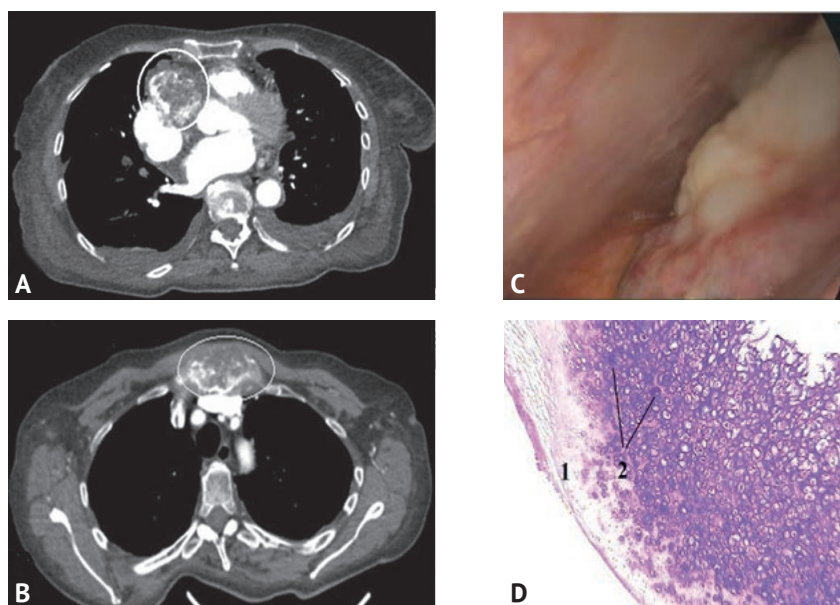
Пациентка А., 71 год, хондрома правого предсердия. А — спиральная компьютерная томография с внутривенным контрастированием, аксиальный срез. Опухолевое образование правого предсердия (обведено); В — спиральная компьютерная томография с внутривенным контрастированием, аксиальный срез. Объемное образование рукоятки грудины (обведено); С — операционное эндоскопическое фото (видеоторакоскопия). Перикардоскопия: беловатого цвета опухолевая ткань (обведена) хрящевой плотности, исходящая из правого предсердия; D — инкапсулированная (1) хондрома с очаговой дисплазией хондроцитов (2). Окраска гематоксилином и эозином, увеличение x100
